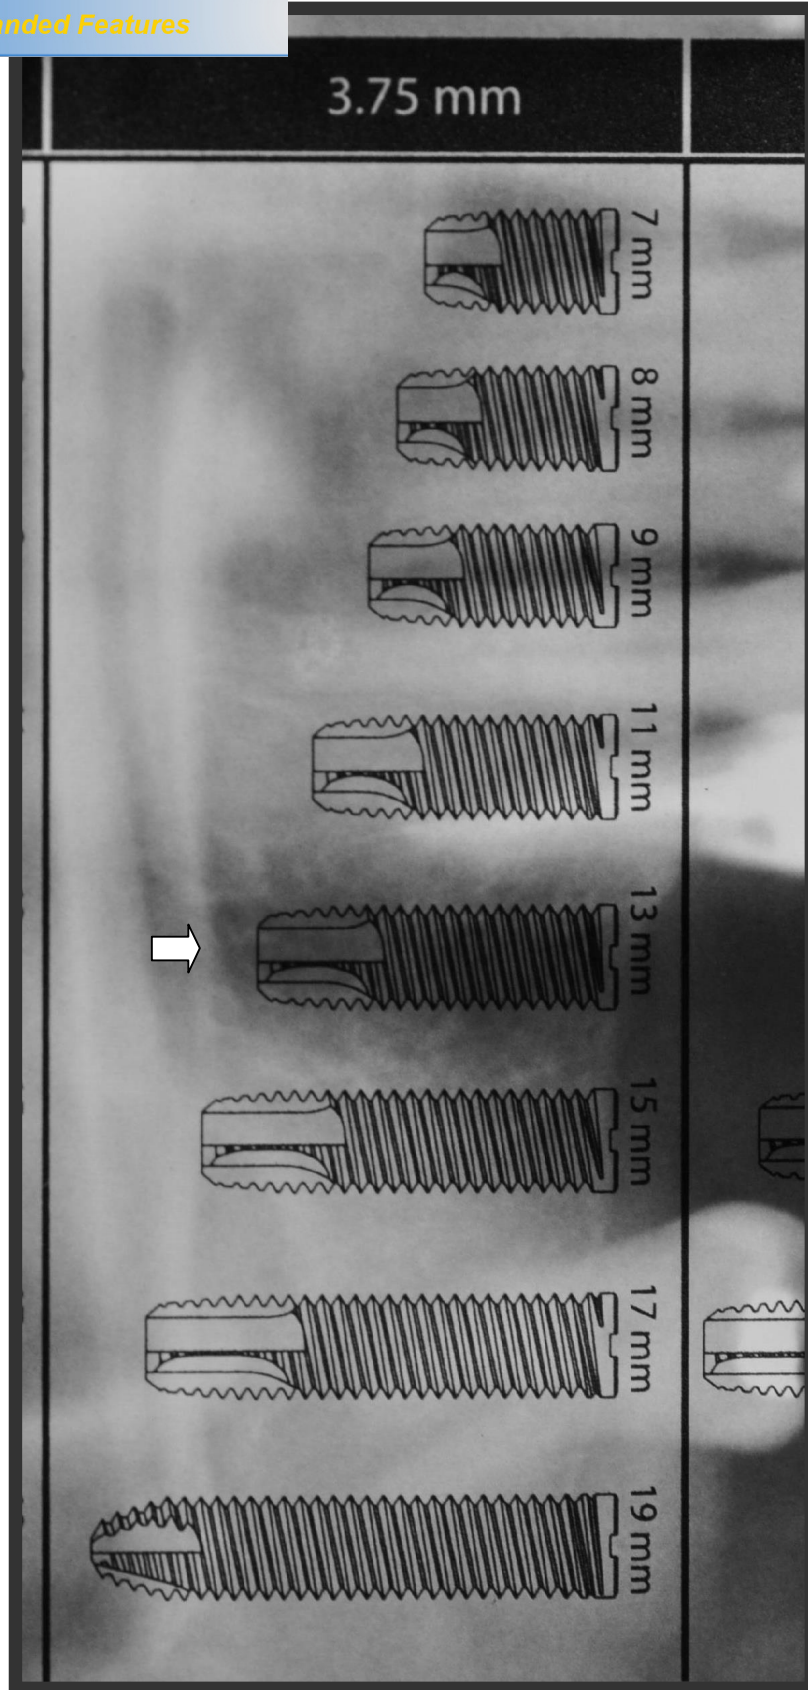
B - Colocação do guia transparente sobre a radiografia panorâmica mostrando o implante selecionado no planejamento inicial, com 3,75 mm de diâmetro e 13 mm de comprimento.
